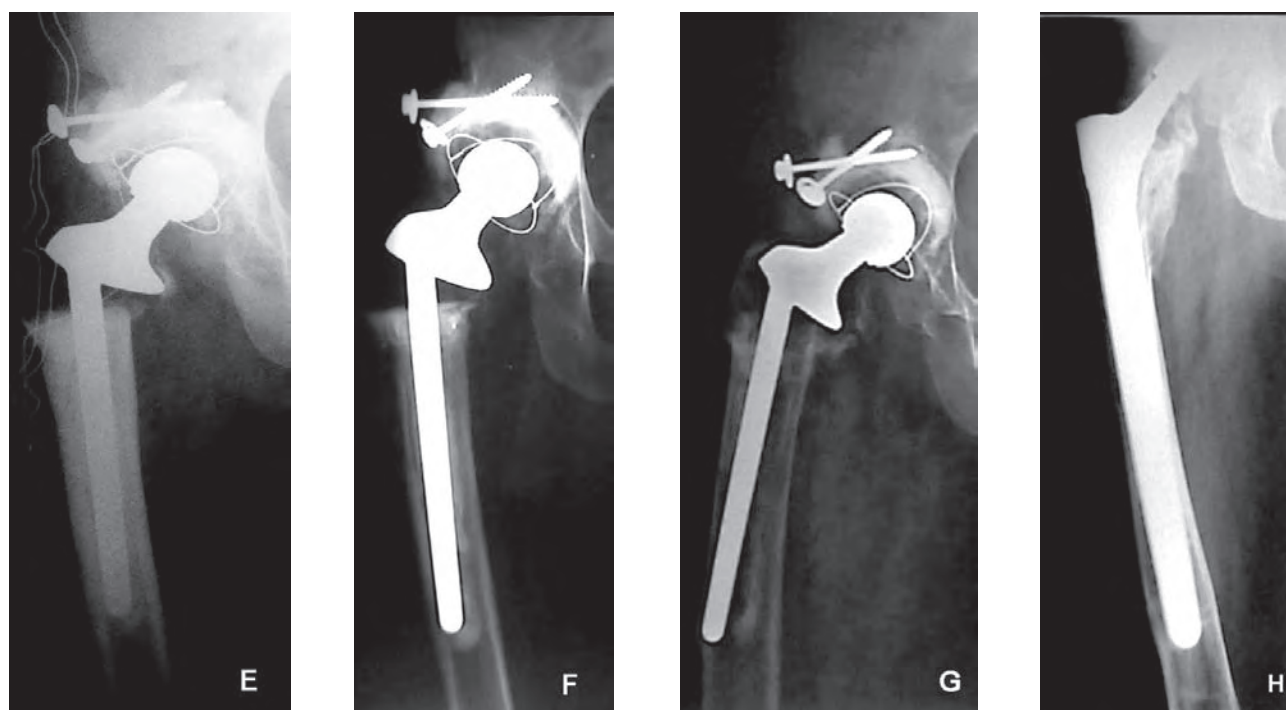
(e-h). Radiografia postoperatoria immediata (e), a 12 mesi (f), a 3 anni (g) e dopo reimpianto dello stelo Wagner a 3 anni di follow-up (h).
